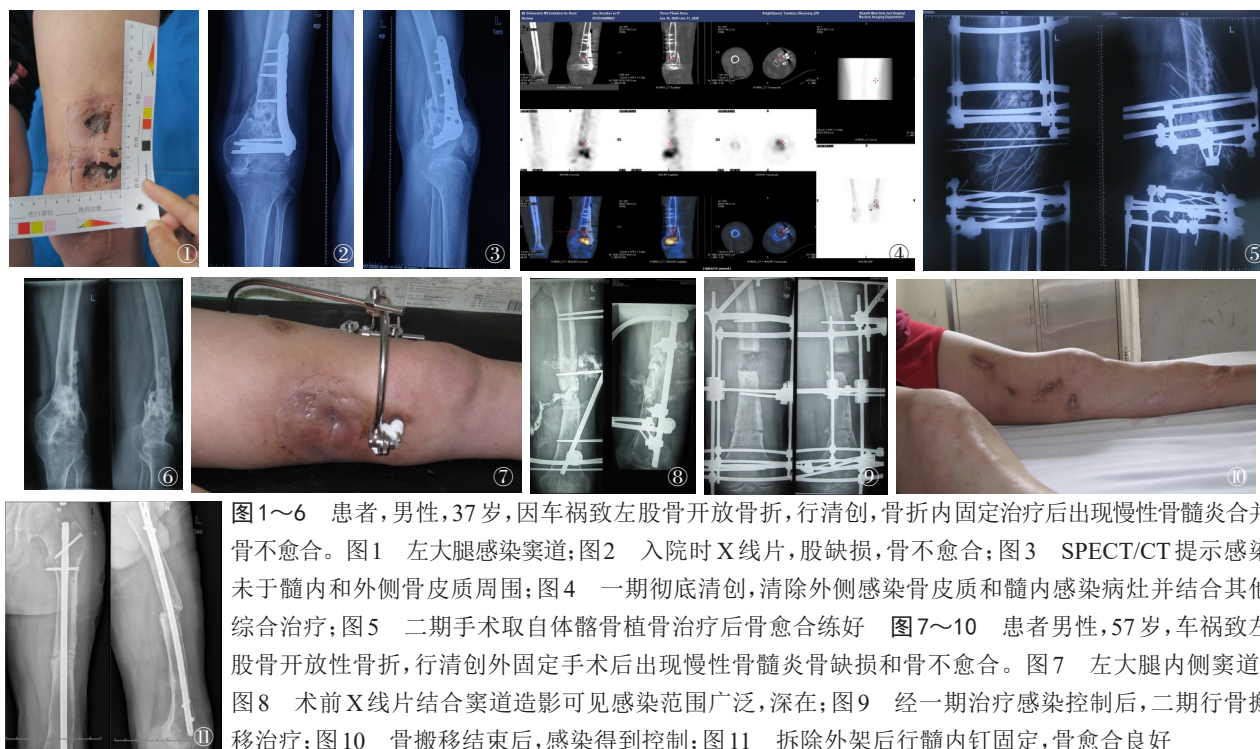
~6 患者,男性,37岁,因车祸致左股骨开放骨折,行清创,骨折内固定治疗后出现慢性骨髓炎合并骨不愈合。图1 左大腿感染窦道;图2 入院时X线片,股缺损,骨不愈合;图3 SPECT/CT提示感染未于髓内和外侧骨皮质周围;图4 一期彻底清创,清除外侧感染骨皮质和髓内感染病灶并结合其他综合治疗;图5 二期手术取自体髂骨植骨治疗后骨愈合练好 图7~10 患者男性,57岁,车祸致左股骨开放性骨折,行清创外固定手术后出现慢性骨髓炎骨缺损和骨不愈合。图7 左大腿内侧窦道;图8 术前X线片结合窦道造影可见感染范围广泛,深在;图9 经一期治疗感染控制后,二期行骨搬运治疗;图10 骨搬运结束后,感染得到控制;图11 拆除外架后行髓内钉固定,骨愈合良好
